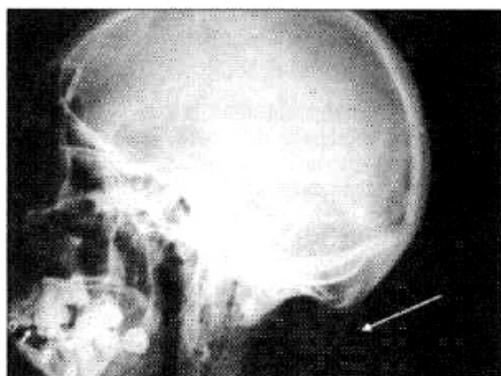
RADIOGRAFIA DO CRÂNIO, INCIDÊNCIA PERFIL. TRAVES ÓSSEAS PROJETADAS EM PARTES MOLES DO PESCOÇO ATÉ A BASE CRANIAL.
